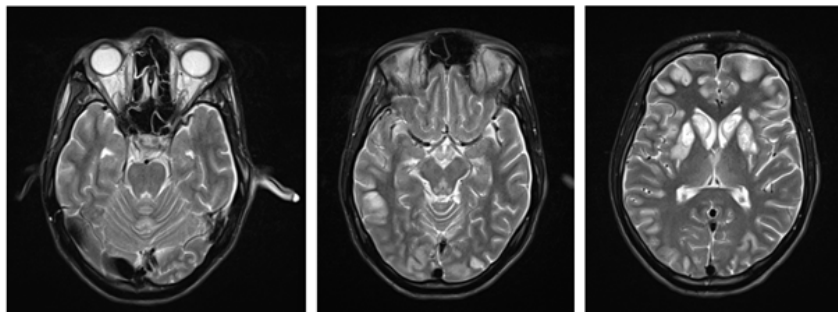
Пациент С., 20 лет. МРТ головного мозга от 29.05.2020 (описание в тексте)
